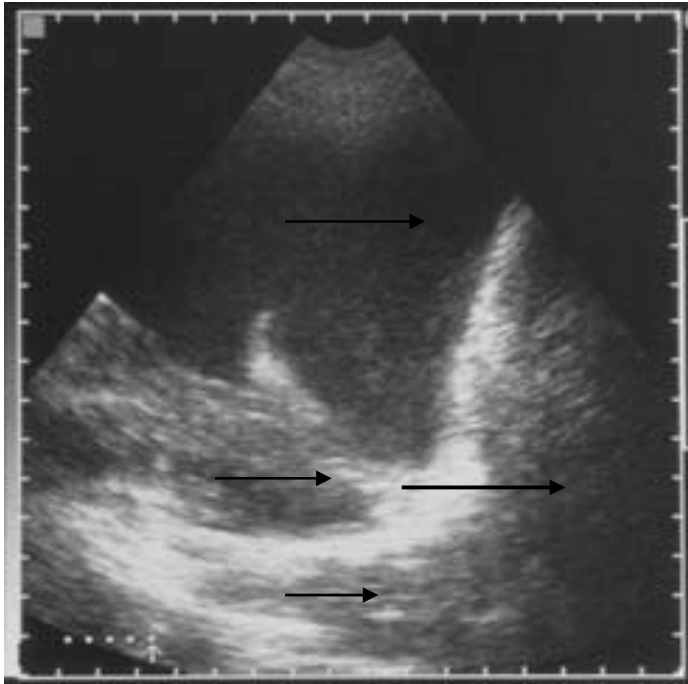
Aspect échographique d'une pleurésie [50].
